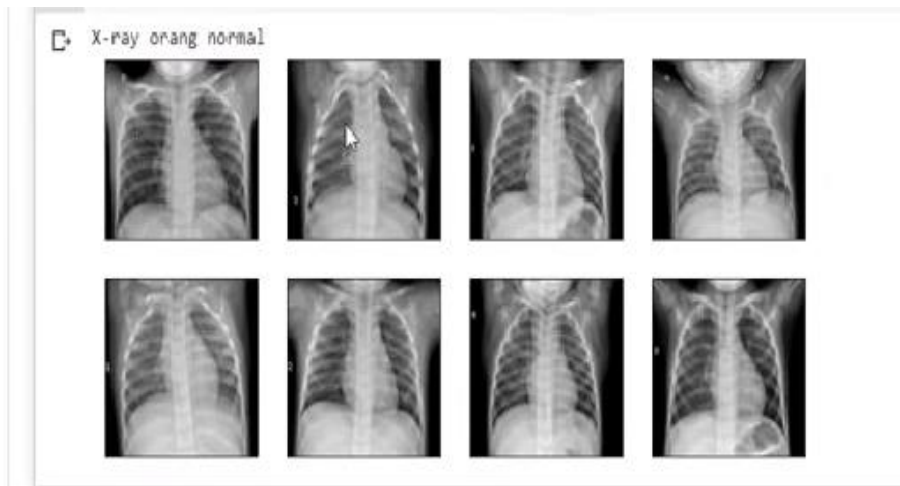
Visualisasi Dataset X-Ray
